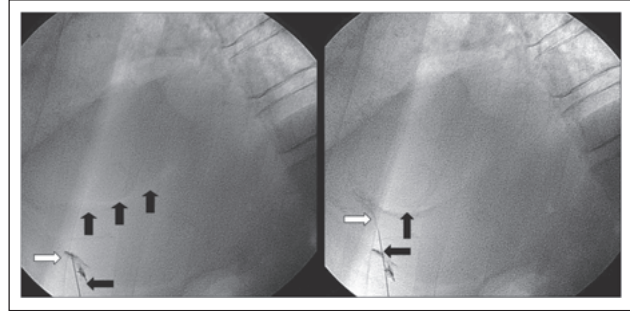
Perikardpunktion unter Röntgendurchleuchtung. Dargestellt wird das epikardiale „Halo-Phänomen“ (vertikale schwarze Pfeile), die Piktionsnadel (weißer Pfeil) und der angiographische Kontrast (horizontaler schwarzer Pfeil). Nachdruck aus [2] mit freundlicher Genehmigung der Autoren und des Springer Verlags.
